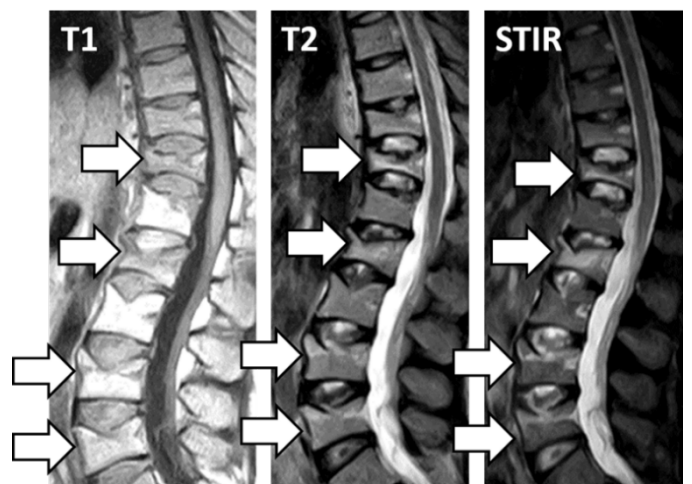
MRI(⇨: Th12,L2,4,5新鮮圧迫骨折)
